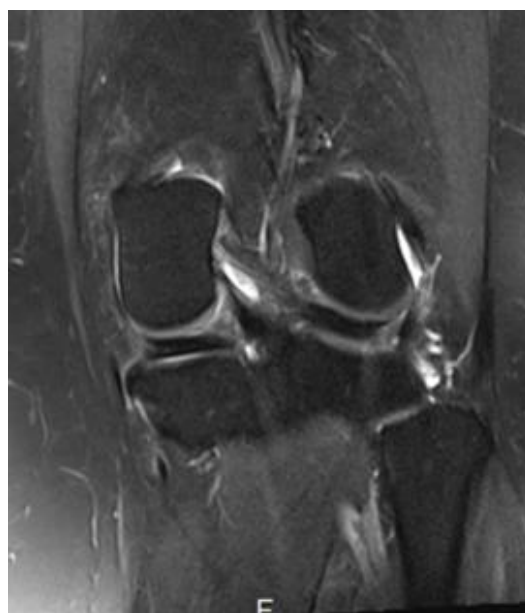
Coupe coronale IRM T2 du genou gauche (: séquence turbo spin écho, Fat Sat, montrant une fissure de grade 2 du ménisque médial gauche (flèche blanche).
